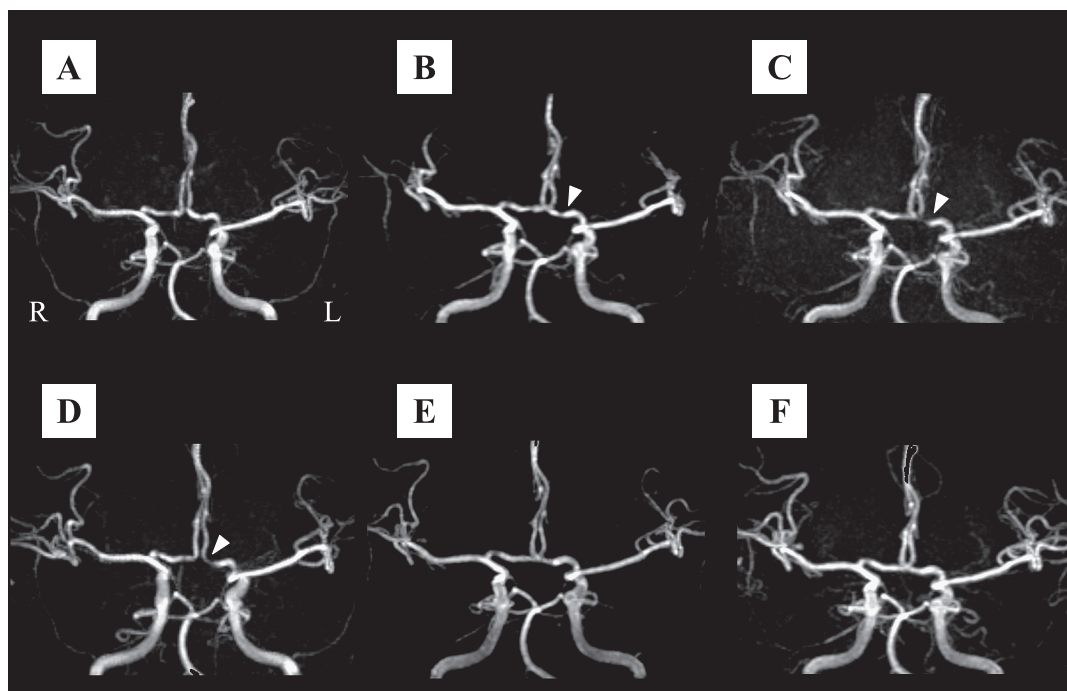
Magnetic resonance angiography (MRA) (1.5 T; TR 28 msec, TE 7 ms).
